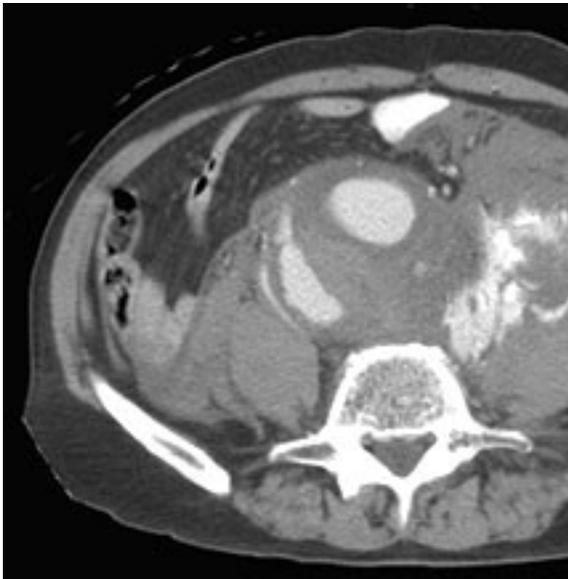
Corte axial de TC abdominal con contraste en fase porto-venosa. Se visualiza AAA con progresión de extravasación activa y mayor cantidad de contraste en el espesor del hematoma retroperitoneal izquierdo.
